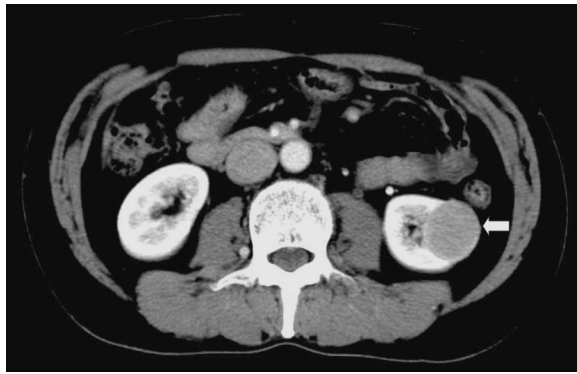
Abdominal enhanced computed tomography revealed a weak enhancement tumor devoid of fat densities at the lower pole of the left kidney.
